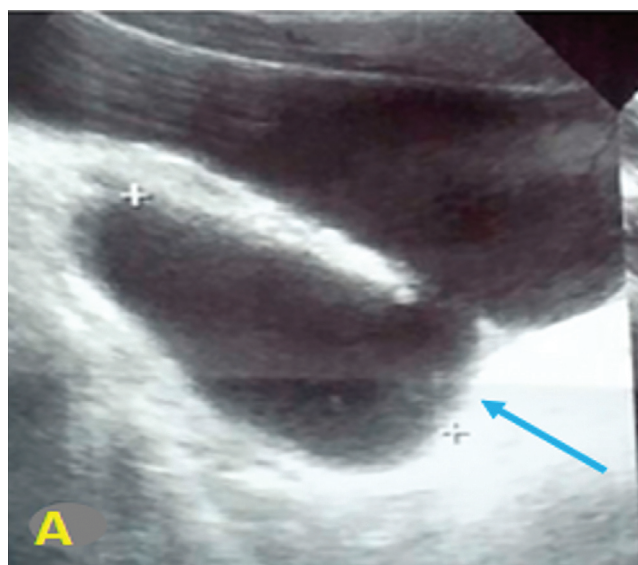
Врожденный дивертикул мочевого пузыря: А – УЗИ; Б – КТ [32]
